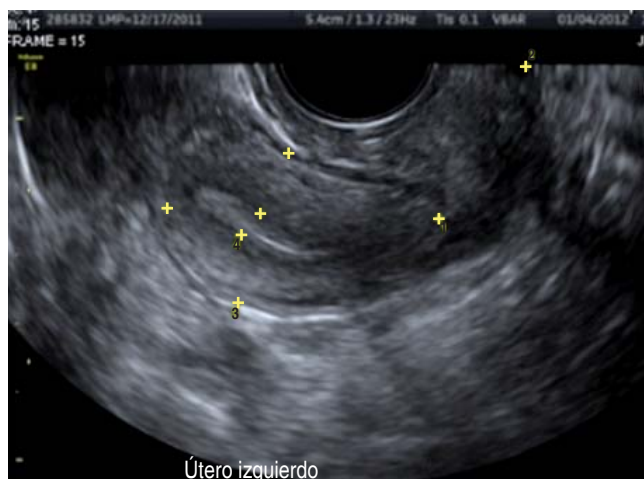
Ultrasonido transvaginal: útero izquierdo. Realizado previo al embarazo en enero de 2012.
